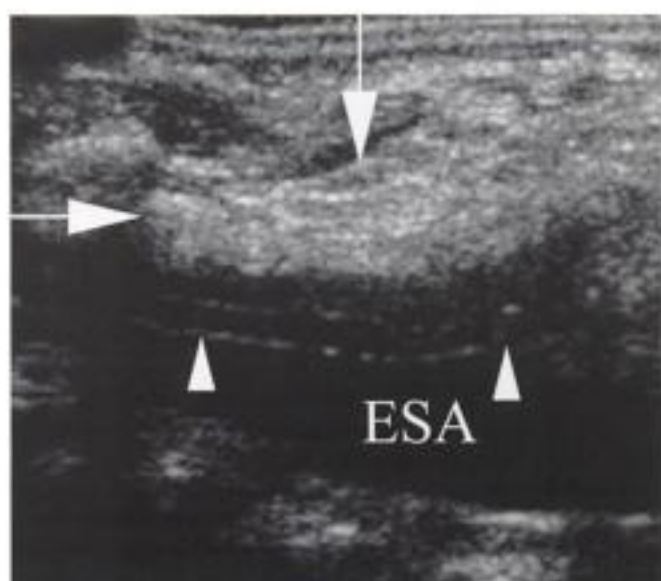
Lipomyéломéningocèle. Coupe échographique sagittale du canal lombosacré. Les espaces sous-arachnoïdiens antérieurs (ESA) sont élargis. La moelle (têtes de flèche) est étirée et fixée en arrière du canal par une structure hyperéchogène (gros flèches) intracanaux en continuité avec la graisse sous-cutanée.
